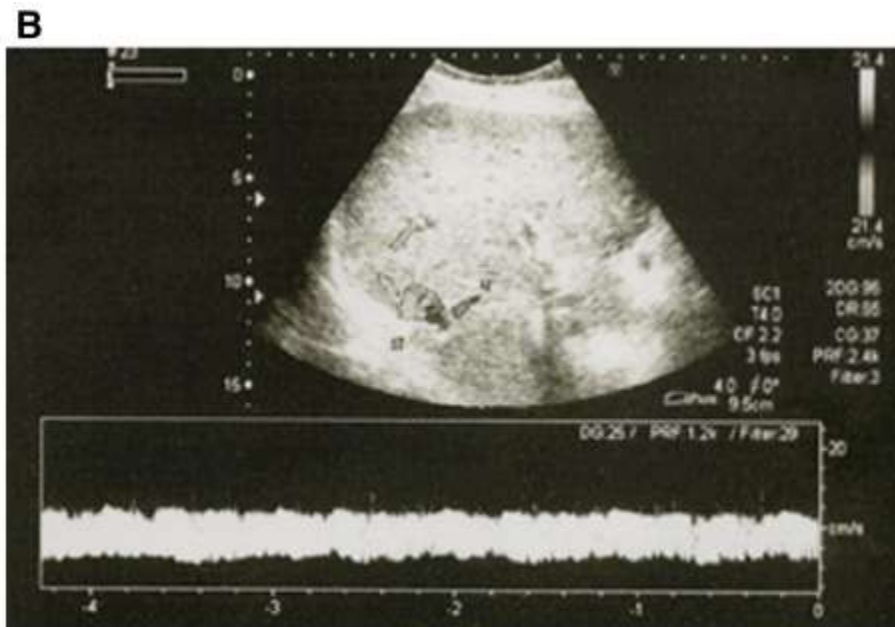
Sonographic images showing improved hepatic venous flow. (A) Ultrasonographic detection of partial recanalization of the right suprahepatic vein ("narrow pass image"). (B) Ultrasound Doppler evaluation of the right suprahepatic vein showing a continuous flow instead of a pulsatile signal. This is due to a proximal partial obstruction of the hepatic venous outflow.
